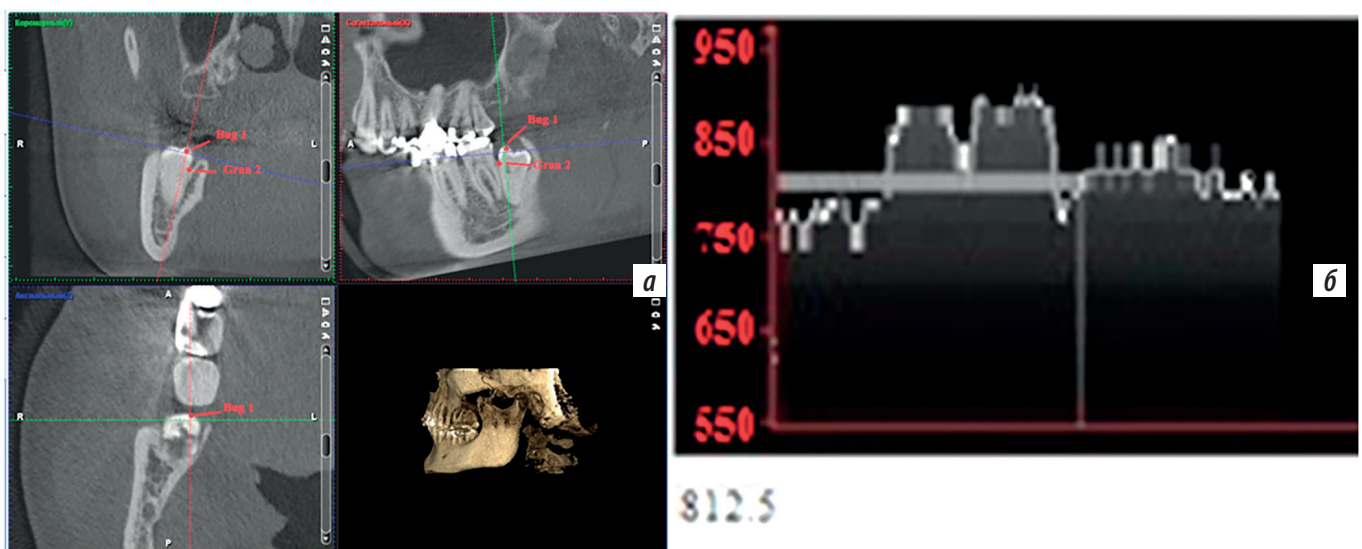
Компьютерная томография зуба 3.8 в 51—60 лет у пациентов с ДСТ: а — ориентиры определения оптической плотности зуба 3.8 в 51—60 лет; б — участок КТ-денситометрической плотности минерального компонента 3.8 зуба в 51—60 лет у пациента с ДСТ
